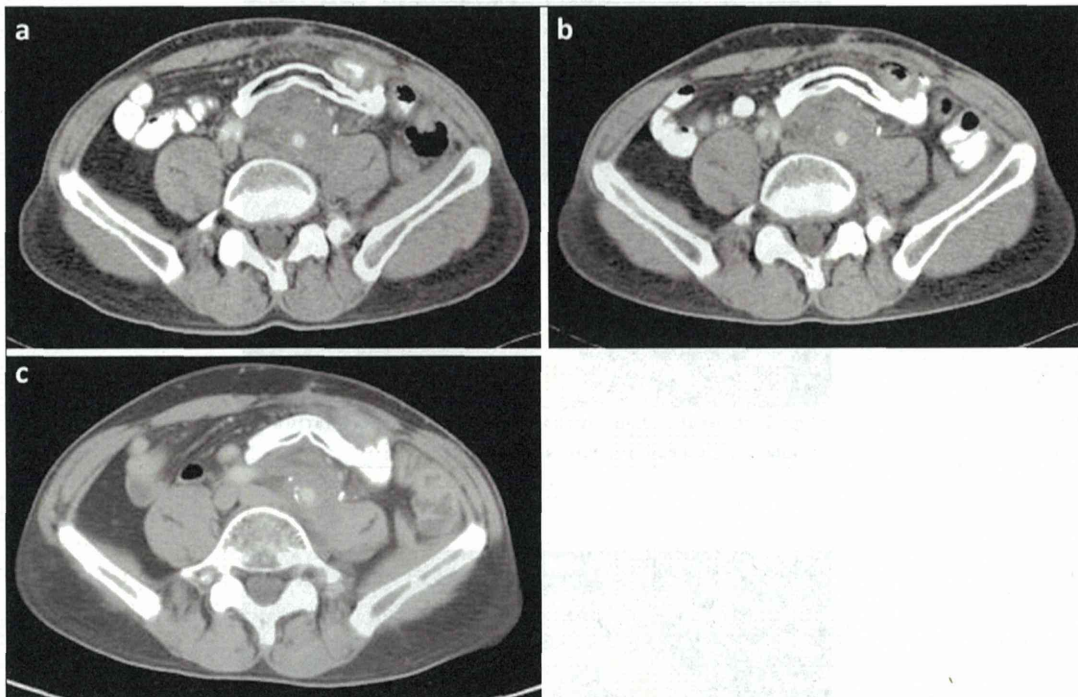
Follow-up abdominal CT showed tumor response after proton beam radiotherapy. a: Four months after the therapy, no change in tumor size was detected. b: Seven months later, some shrinkage was observed. c: About two years later, distinct shrinkage of the tumor was seen.
